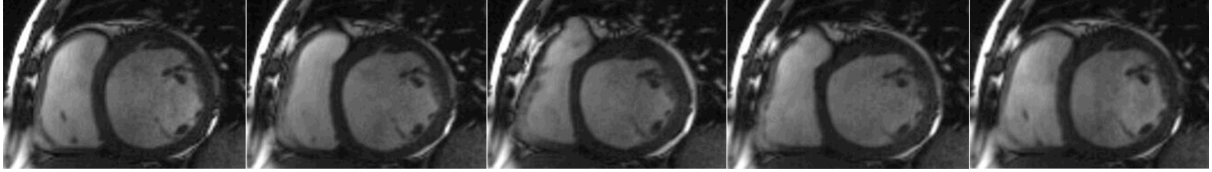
Cine-MRT, kurze Herzachse, zentrale Schicht. Von links nach rechts: Enddiastole, Frühsystole, Systole, frühe Diastole, Enddiastole.
